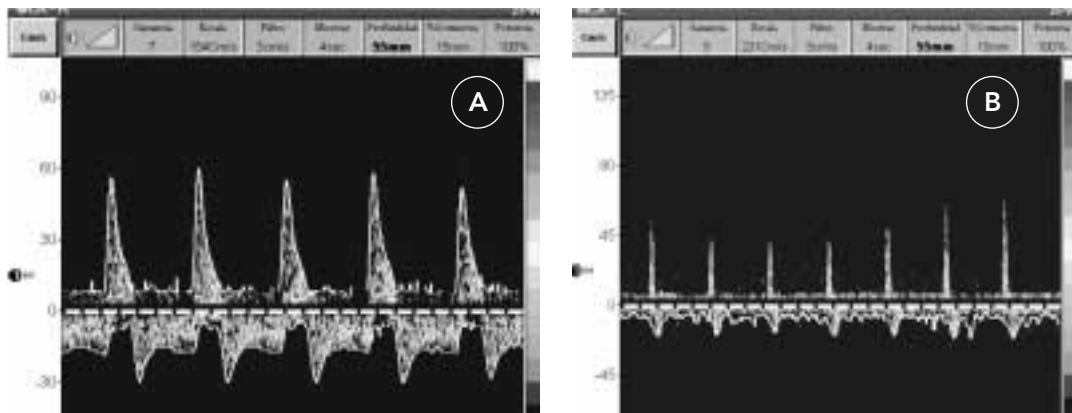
Doppler Transcraneal de Arteria Cerebral Media. Patrón de flujo diastólico invertido (A) y de «espigas sistólicas» (B), característicos de Muerte Encefálica.
